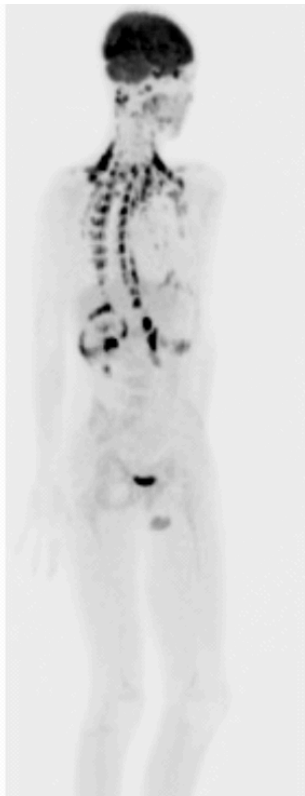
Anordnung des braunen Fettgewebes im PET-Scan
